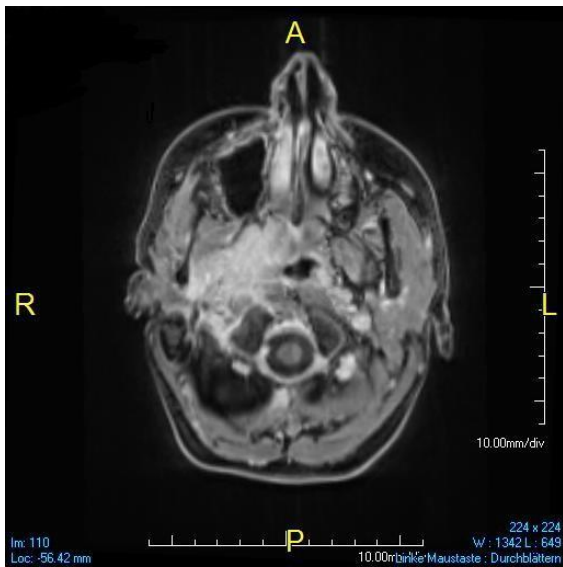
T1 gewichtete MRT – Darstellung eines fortgeschrittenen Nasopharynxkarzinoms in axialer, koronarer und sagittaler Ebene. (21 jährige Frau)
